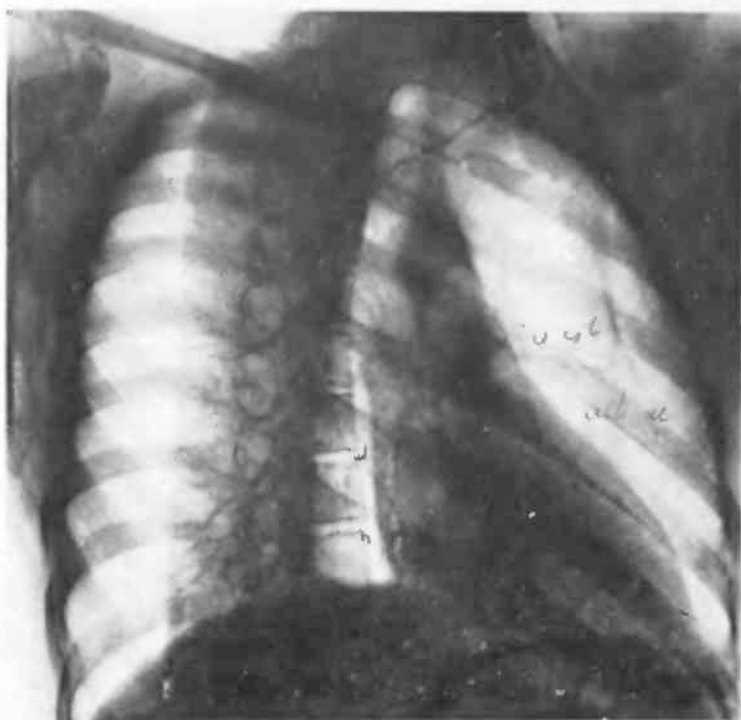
Рентгенограмма сердца в правой косо́й проекции. Видны дуги, составляющие контуры сердца и сосудов.
